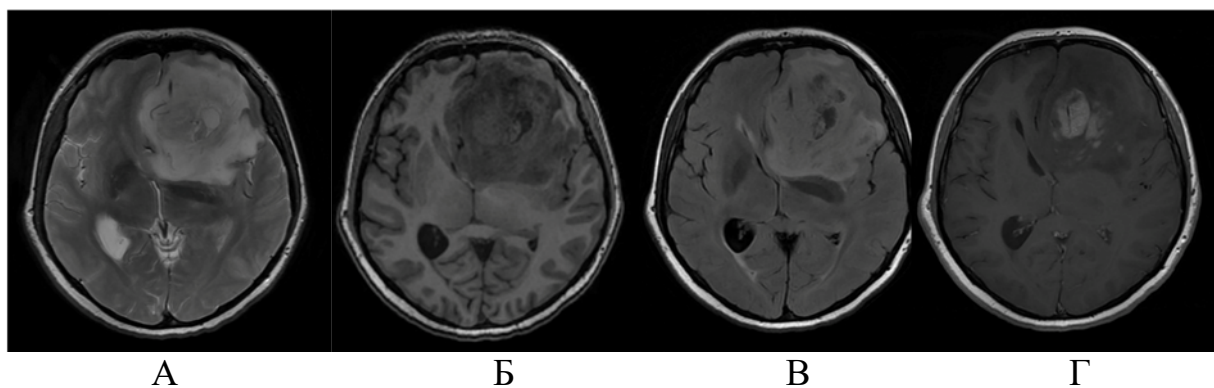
МРТ пациентки до операции в режимах: А – T2WI, Б – T2-FLAIR, В – SPGR, Г – T1WI с контрастным усилением
